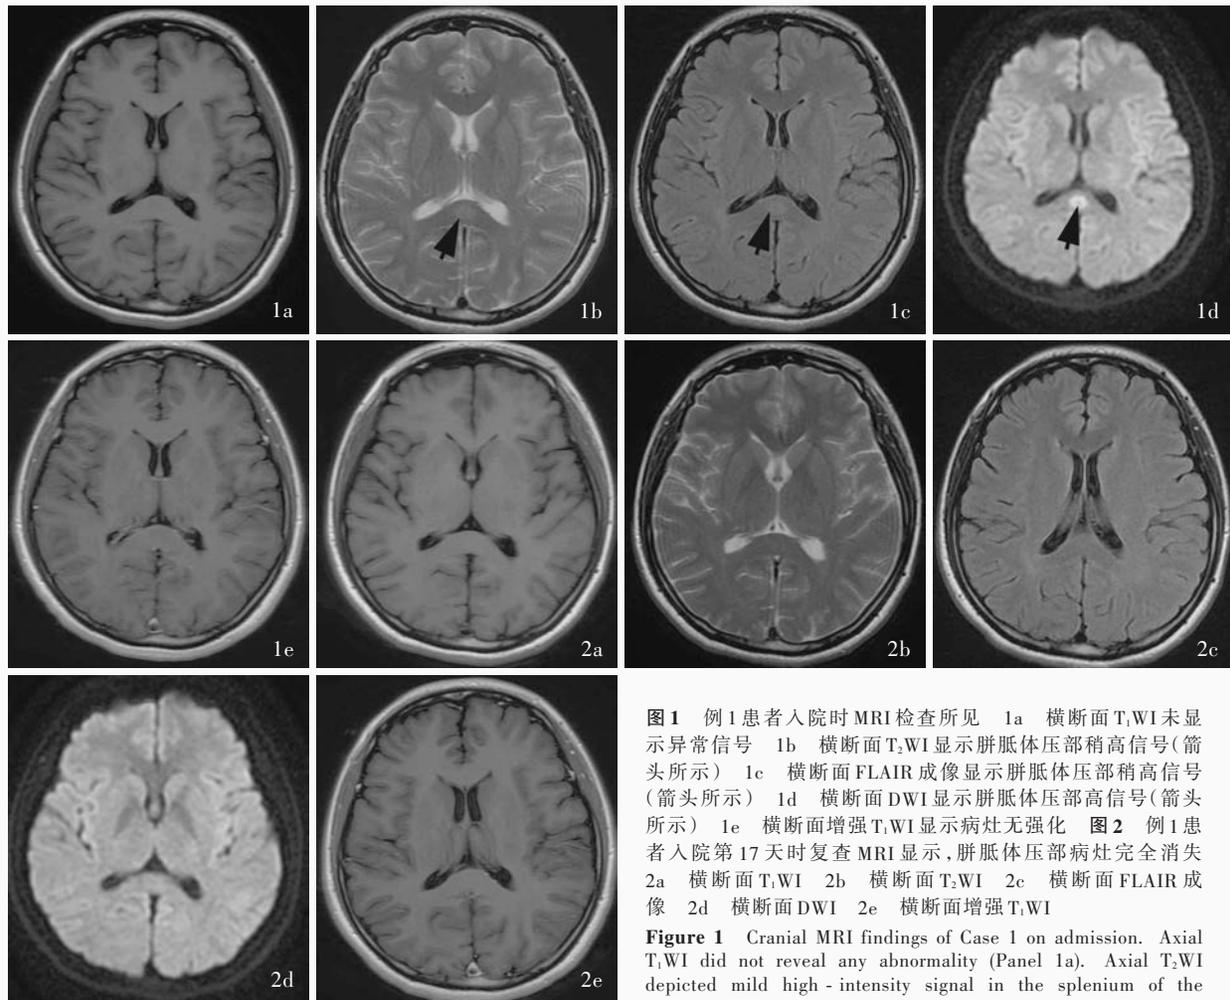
例 1 患者入院时 MRI 检查所见 1a 横断面 T₁WI 未显示异常信号 1b 横断面 T₂WI 显示胼胝体压部稍高信号(箭头所示) 1c 横断面 FLAIR 成像显示胼胝体压部稍高信号(箭头所示) 1d 横断面 DWI 显示胼胝体压部高信号(箭头所示) 1e 横断面增强 T₁WI 显示病灶无强化 图 2 例 1 患者入院第 17 天时复查 MRI 显示,胼胝体压部病灶完全消失 2a 横断面 T₁WI 2b 横断面 T₂WI 2c 横断面 FLAIR 成像 2d 横断面 DWI 2e 横断面增强 T₁WI
